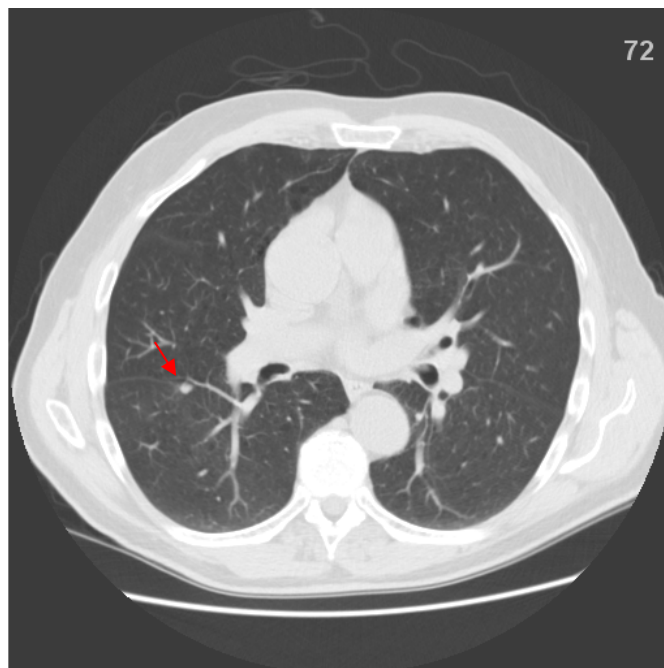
Seção de um exame de TC com o primeiro nódulo indicado pela seta em vermelho.
